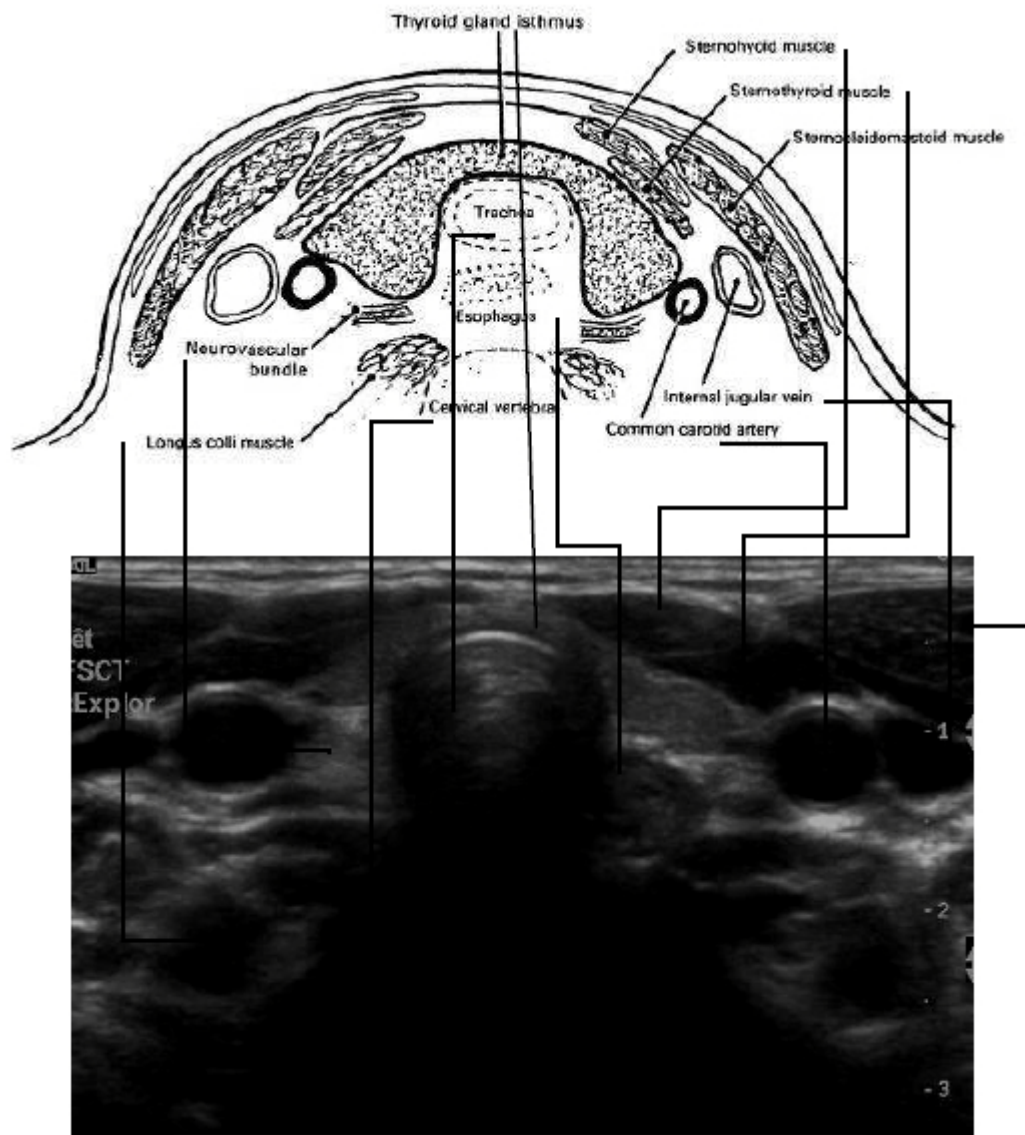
Aspect échographique normal (37).
